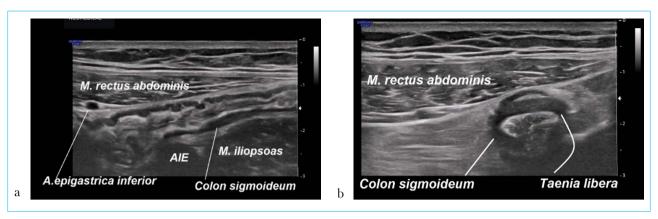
УЗИ нормальной, пустой от содержимого сигмовидной ободочной кишки через переднюю брюшную стенку. УЗ-датчик с частотой 7,5 МГц: а — продольное сканирование; b — поперечное сканирование Fig. 1. Transabdominal ultrasound of normal empty sigmoid colon. Ultrasound sensor 7.5 MHz: а — longitudinal plane, b — transverse plane
